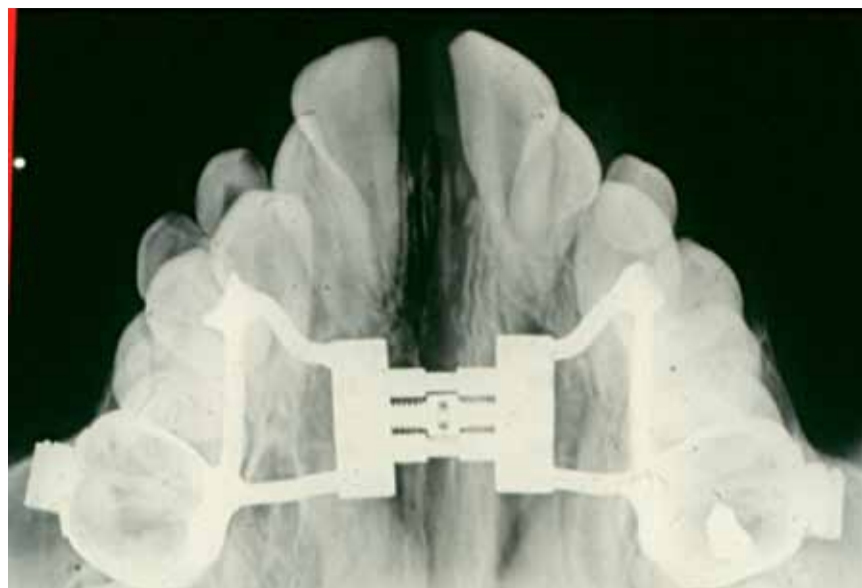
Visione radiografica del distacco della sutura palatale mediana
